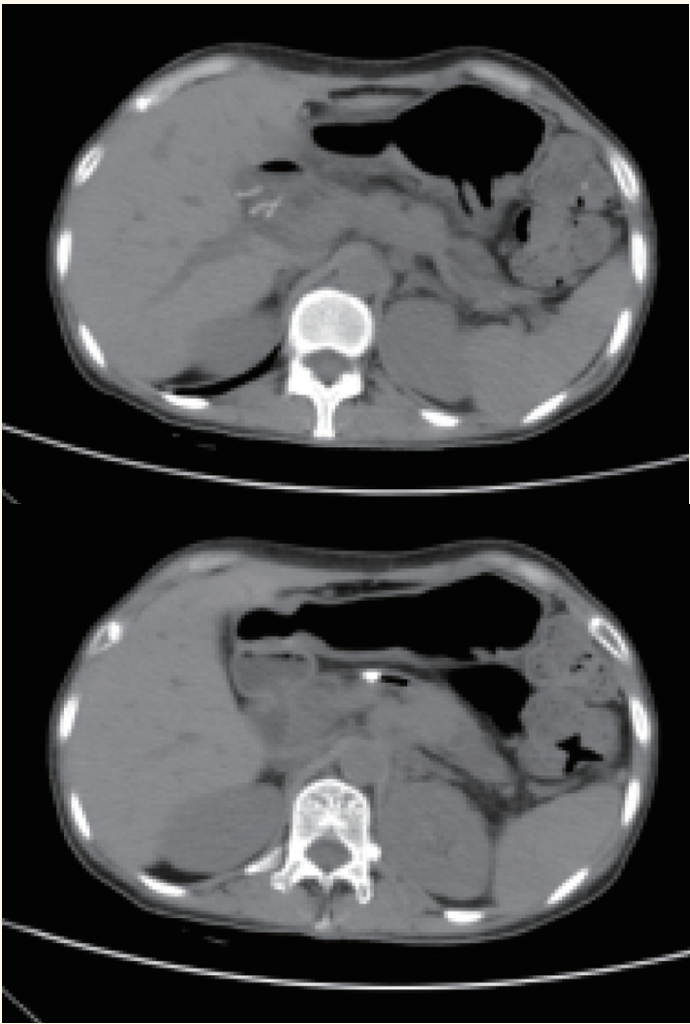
2020年5月腹部CT提示胰管不规则扩张，胰头部见点状致密影，胰腺稍肿胀
